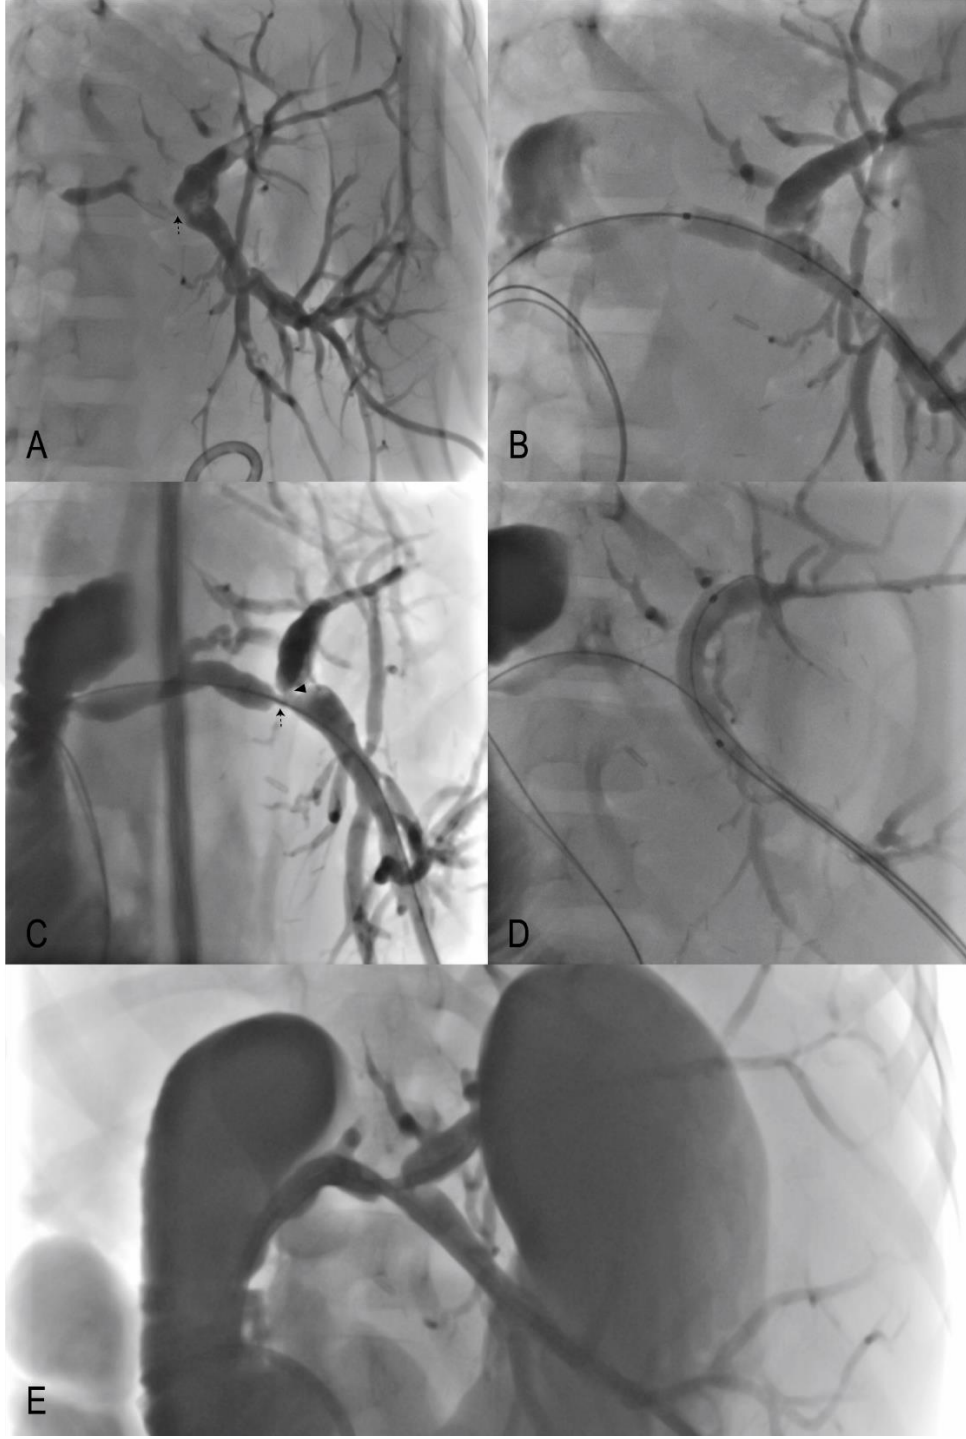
Biliyer Atrezi tanısıyla canlıdan nakil yapılan 9 aylık kız hasta. A. Koledok anastomoz düzeyinde belirgin darlık (kesikli ok) izlenmektedir. B. Darlık lokalizasyonuna 5x40 mm'lik balonla kolanjioplasti yapılmıştır. C. Kontrol kolanjiografide darlığın (kesikli ok) belirgin azaldığı görülmektedir. D. Kolanjioplasti sonrası takipte İEBD kateterinin kesilmesiyle hazırlanan, proksimal ve distal uçları kesikli çizgi ile işaretlenmiş, custom-made biliyer stent yerleştirilmiştir.
